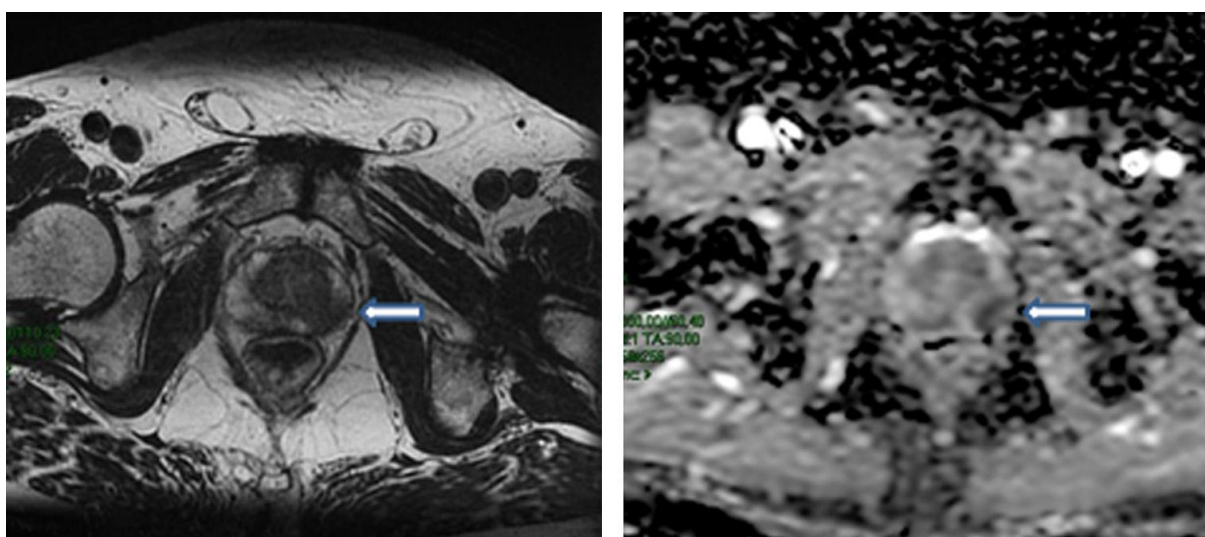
IRM prostatique en séquences T2 et diffusion : lésion tumorale de la zone périphérique moyenne gauche (flèche) [47].
